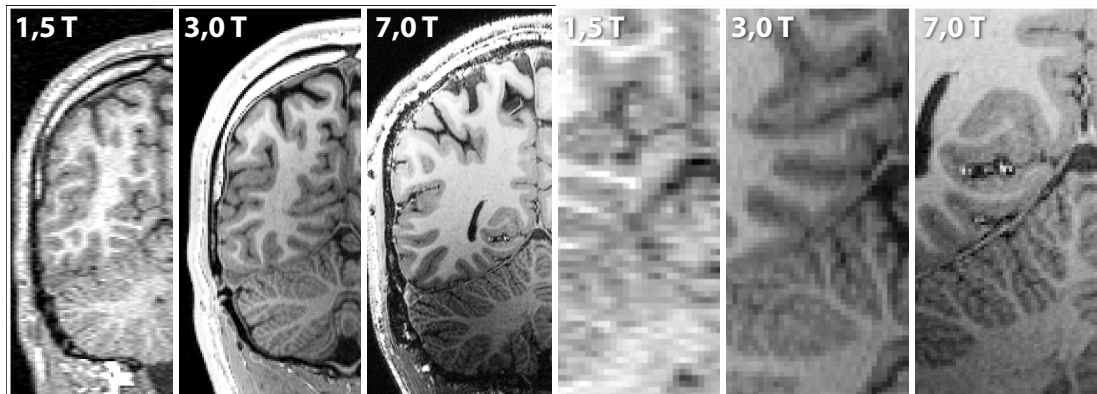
$B_0$ -Inhomogenitäten: Hochfeld MRTs besitzen ein besseres SNR und erlauben damit höhere räumliche Auflösungen (rechts). Im Gegenzug weisen sie allerdings stärkere Inhomogenitäten auf, die zu Abschattungen bzw. Aufhellungen in bestimmten Regionen führen. Diese können bereits durch spezielle MRT-Protokolle reduziert allerdings nicht unbedingt vollständig entfernt werden, sodass die Inhomogenitäten Inhomogenitätskorrektur einen wichtigen Vorverarbeitungsschritt darstellt.
